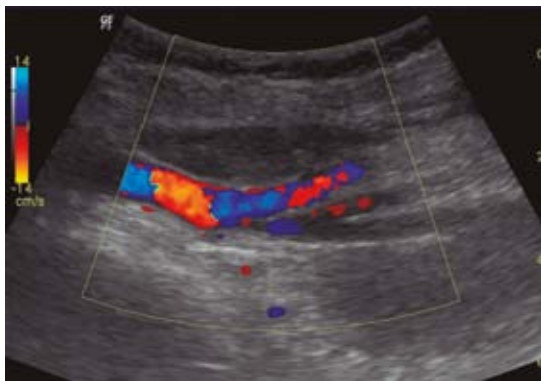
Lesión con trombosis y resolución completa tras control ultrasonográfico a las 6 semanas.
